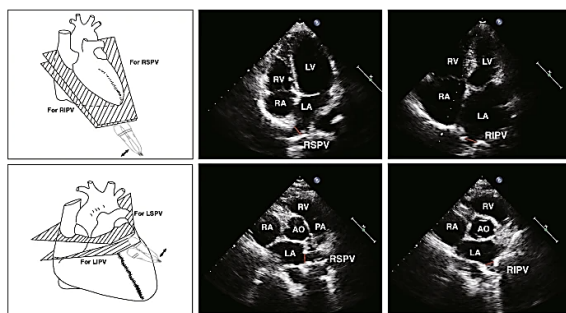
Ecocardiograf3a transtorcica
